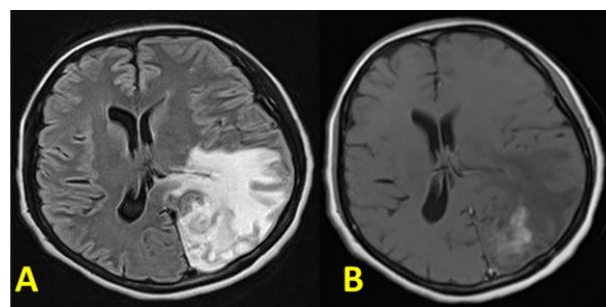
IRM cérébrale mettant en évidence une masse tumorale occipitale gauche en hypersignal T2 (A) se rehaussant après injection de Gadolinium (B) entourée d'un œdème en hypersignal T2 (A) en hyposignal T1 sans rehaussement après injection (B).
